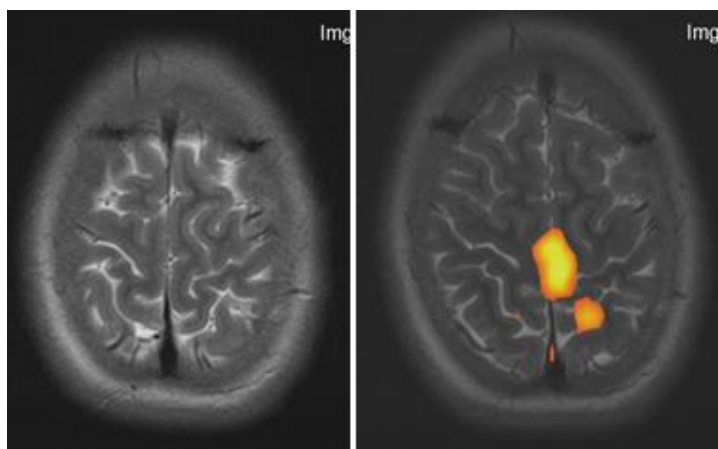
Изменения на Ф-МРТ у пятого пациента (до курса лечения и по окончании курса лечения)
